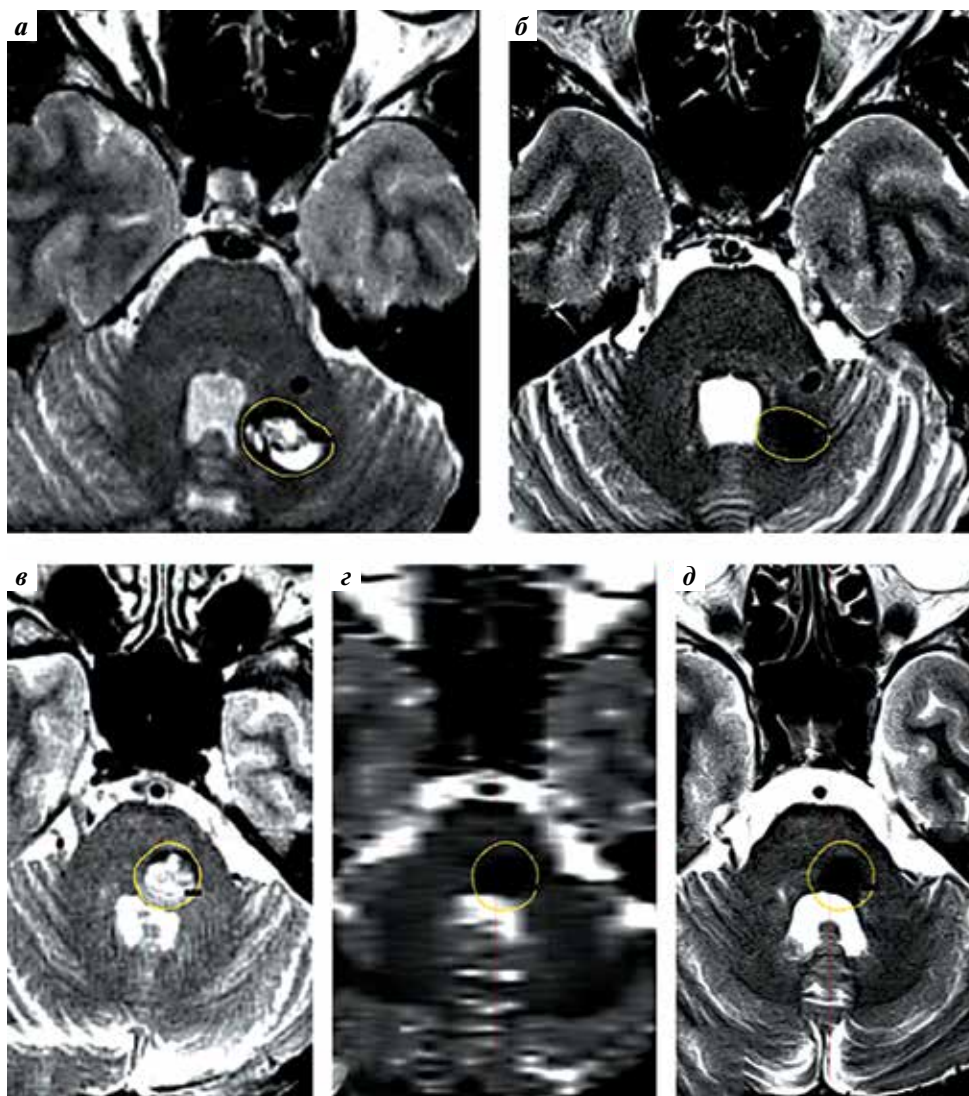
Магнитно-резонансная томография. Пример реакций кавернозных мальформаций (КМ) типа Ia на радиохирургическое лечение. Верхний ряд – данные пациентки Г., 55 лет, с множественными КМ мозжечка: а – до лечения (2015 г.); б – при контрольном обследовании (2016 г.) визуализирован лизис крови и тела КМ. Нижний ряд – данные пациентки В., 46 лет: в – до лечения (2013 г.); г – через 1 год после лечения; д – через 2 года после лечения; тело КМ не просматривается. Краевая изодоза, соответствующая контуру мишени облучения, обозначена желтым
